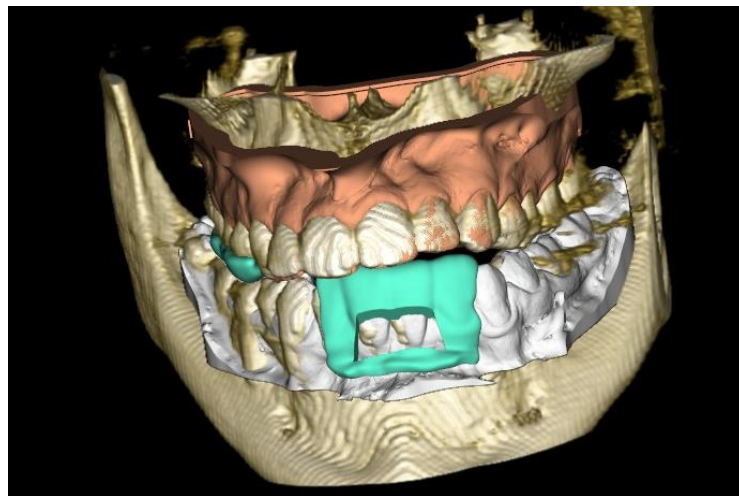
Контрольное сопоставление виртуальной модели шаблона с данными внутриворотного сканирования и компьютерной томографии
